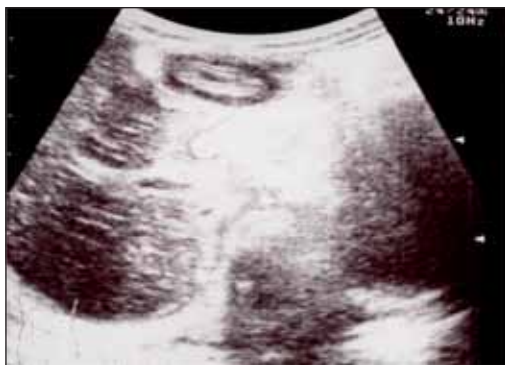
Ecografie abdominală: imagine ovalară cu halou transsonic și perete hiperecogen-chist DD
